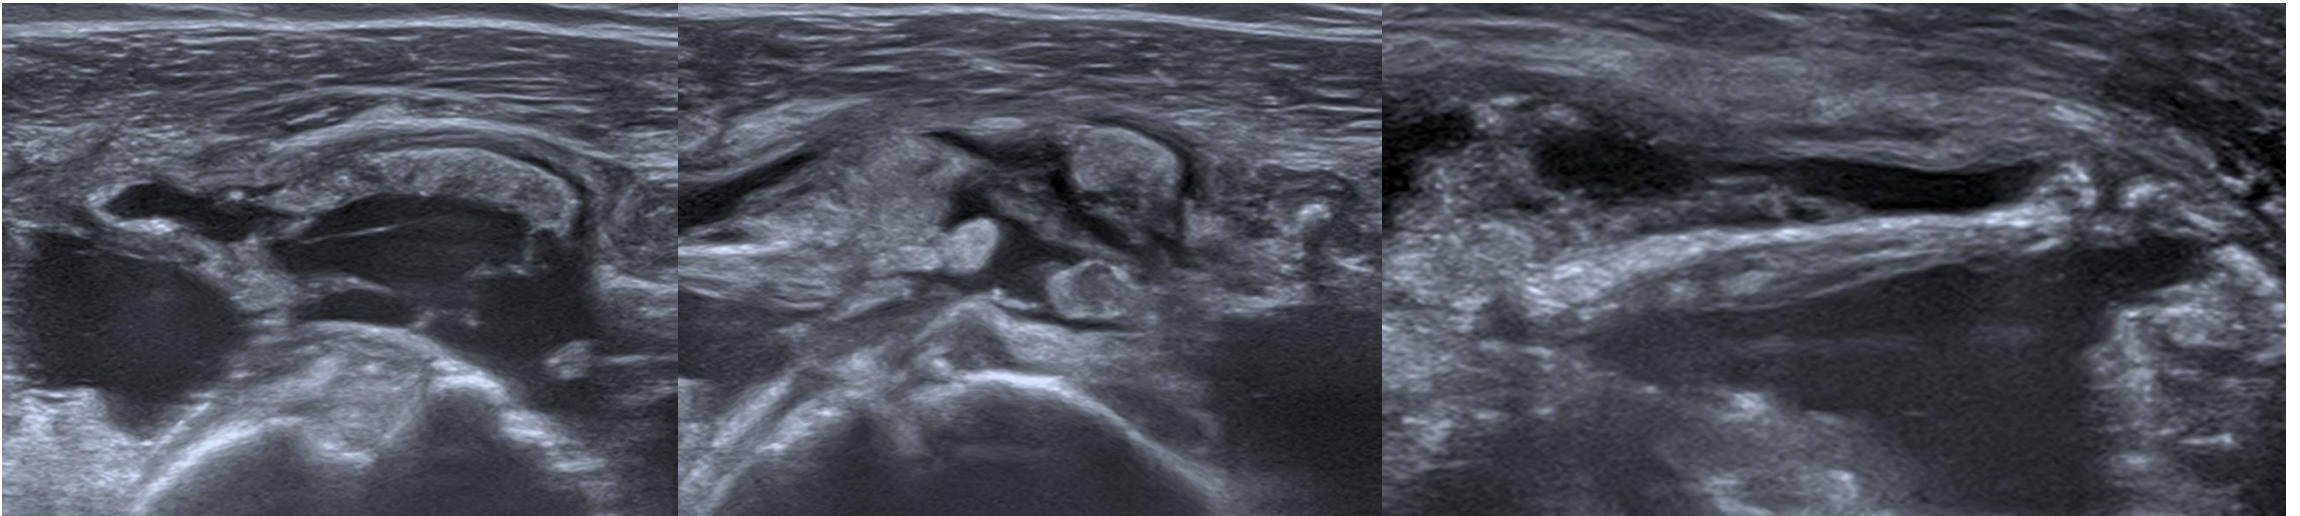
Ecografía de hombro derecho. Se objetivan importantes cambios degenerativos en la articulación con desestructuración completa del manguito rotador, así como llamativos cambios secundarios a bursitis crónica calcificada. Se realiza PAAF obteniendo material serohemático transparente.
